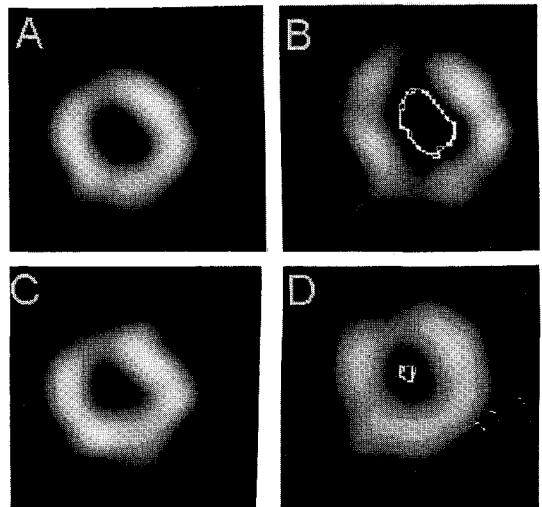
부하기와 휴식기 영상에서 우관상 동맥의 부분 가역 관류 감소로 판정했던 경우로 게이트 SPECT 분석시 하벽이 정상 운동을 보여 정상으로 판정한 경우이다. (A: 부하 Tc-99m-MIBI 영상, C: 휴식기 Tl-201 영상, B: 확장기말 영상, D: 수축기말 영상)
